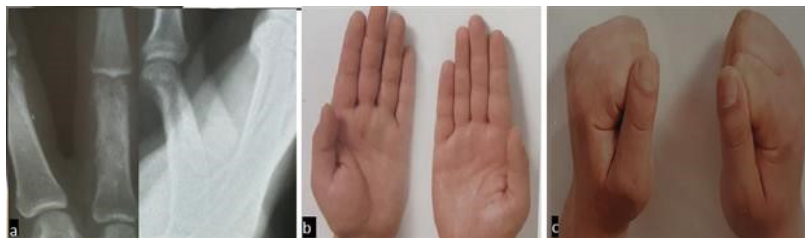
Больной Г., 1991 г.р., Энхондрома проксимального метадиафиза основной фаланги четвертого пальца правой кисти. Через 12 месяцев после хирургического вмешательства. Двухпроекционная рентгенограмма кисти (а) и функциональный результат (2 - b, c)
